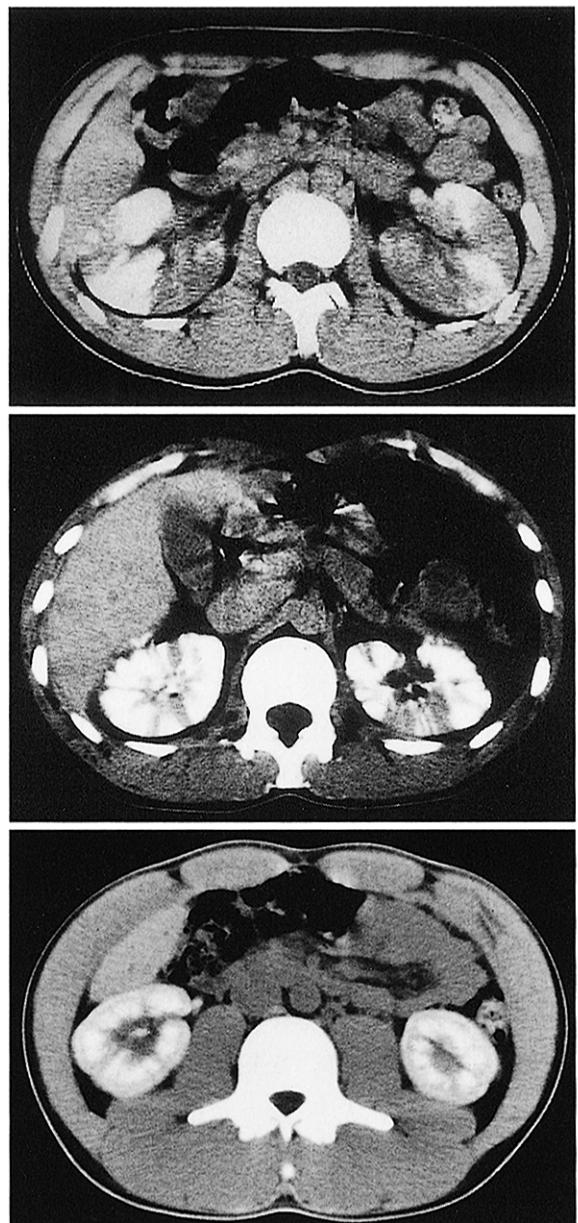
Abdominal CT with delayed enhancement, showing wedge-shaped low-density lesion of bilateral kidneys in case 1(a) and 2(b), and showing diffuse high-density lesion of bilateral kidneys in case 4 (c)
